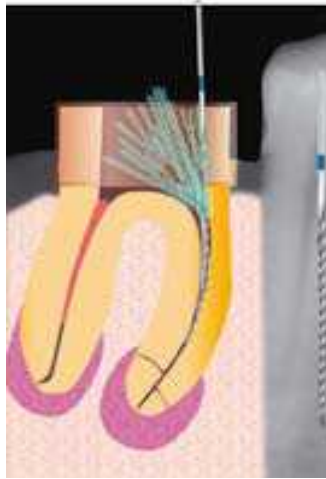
Une fois le cône métallique contourné, une lime ultrasonore est placée entre le cône et la paroi du canal, puis activée avec un maximum d'irrigation (63).
